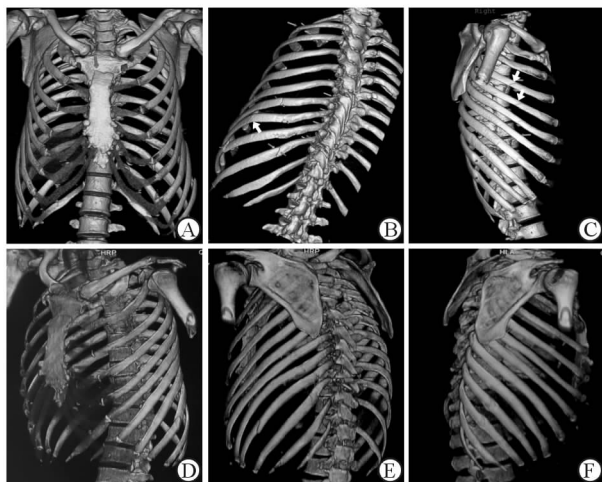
320 排螺旋 CT(A~C)与普通螺旋 CT(D~F)全肋骨三维重建图像对比
